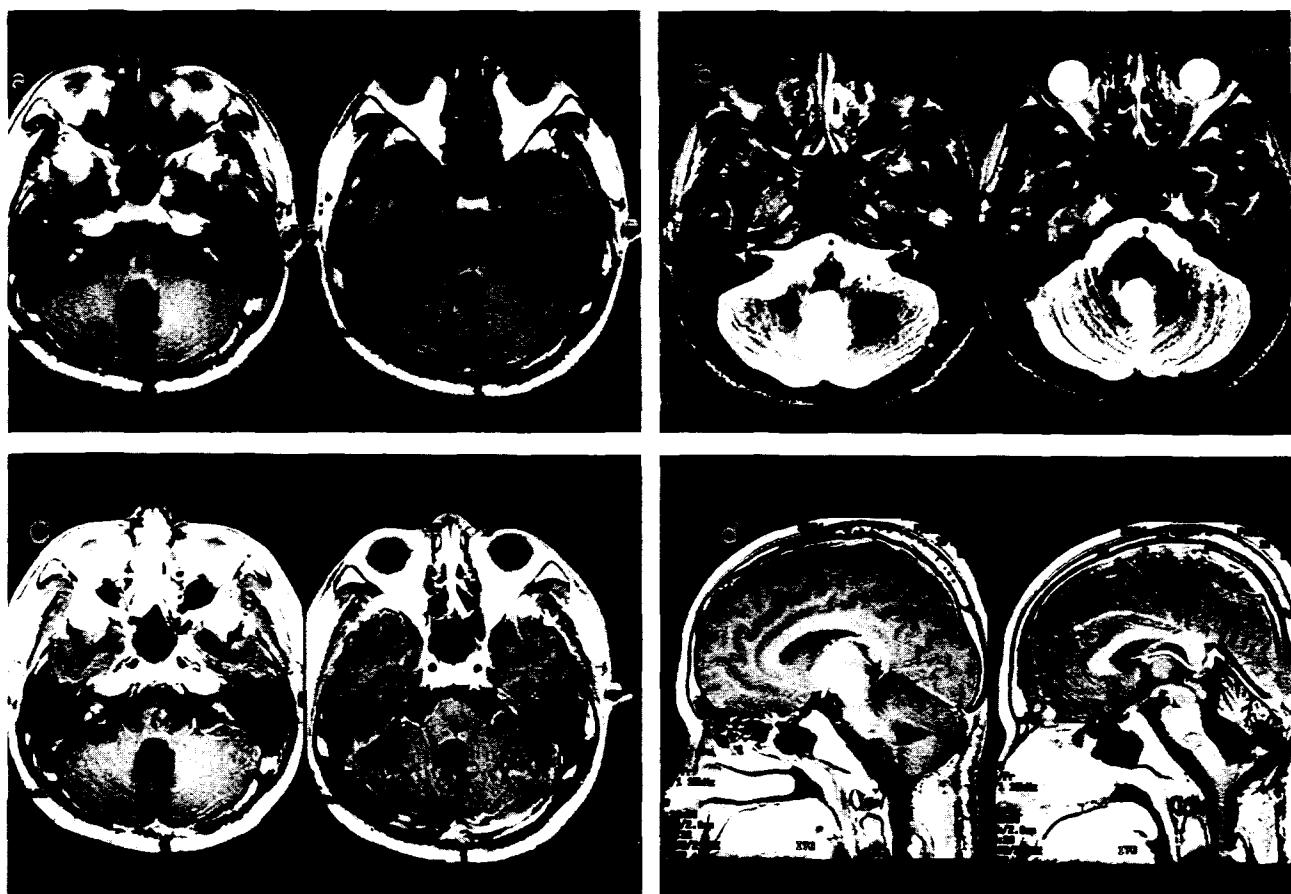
Postoperative brain MRI showed complete removal of the cavernous hemangioma.
